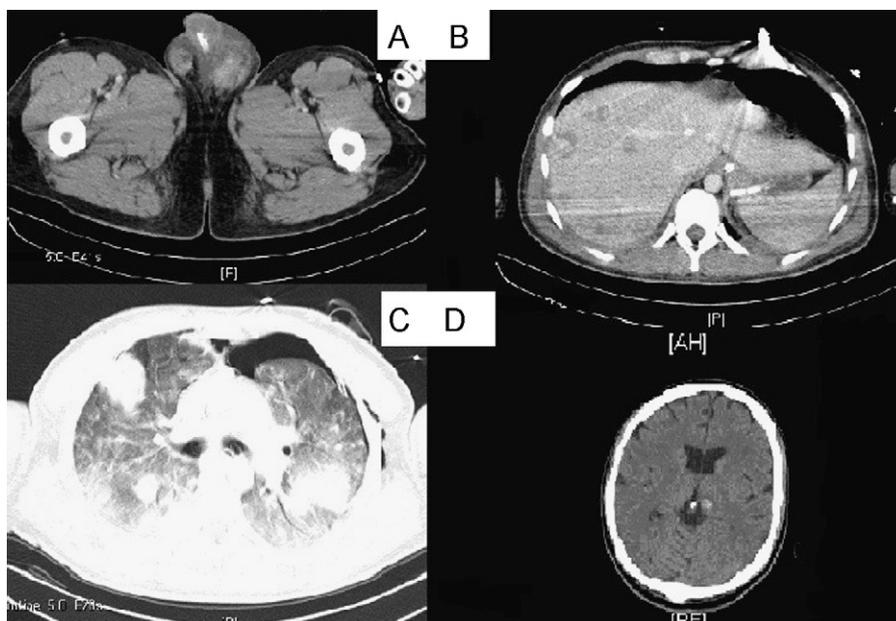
Imágenes TAC. A) Corte pélvico apreciándose masa escrotal. B) Corte abdominal con metástasis hepáticas. C) Corte torácico apreciándose metástasis pulmonares. D) Corte cerebral apreciándose metástasis cerebrales.
